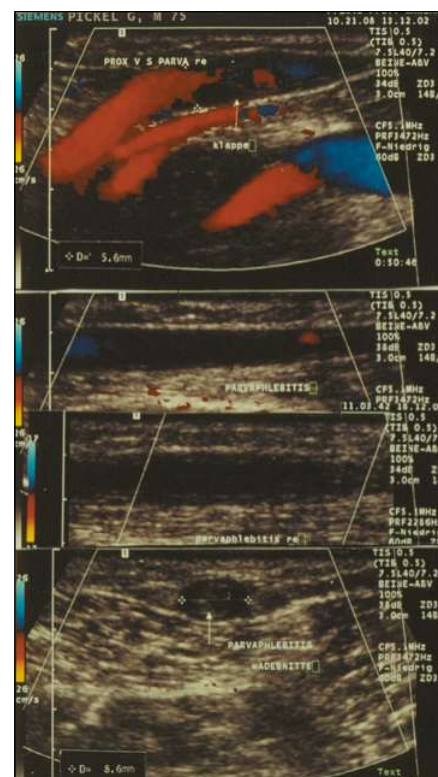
Farbduplexsonographische Darstellung (7,5 MHz) einer ascendierenden Parvaphlebitis oben: thrombosefreier Mündungsbereich; Mitte: thrombosierte mittlere Vena saphena parva im Längsschnitt; unten: im Querschnitt mit Sondenkompression
